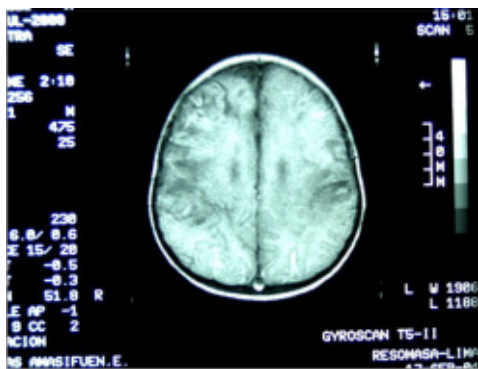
TAC cerebral al 5° día.
